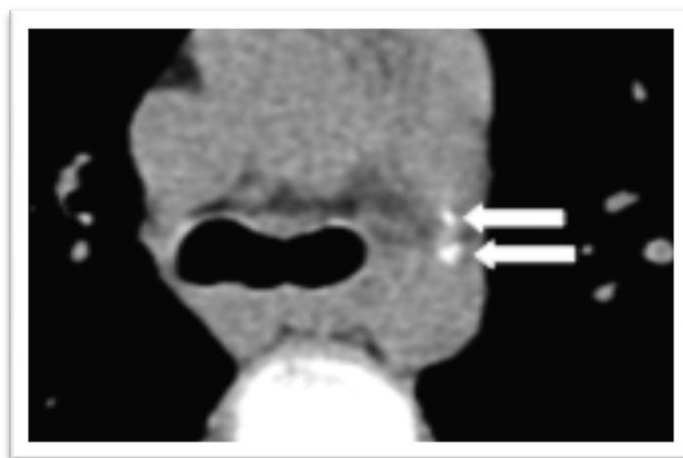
Компьютерная томограмма. Уплотнения в области артериальной связки неясного генеза
